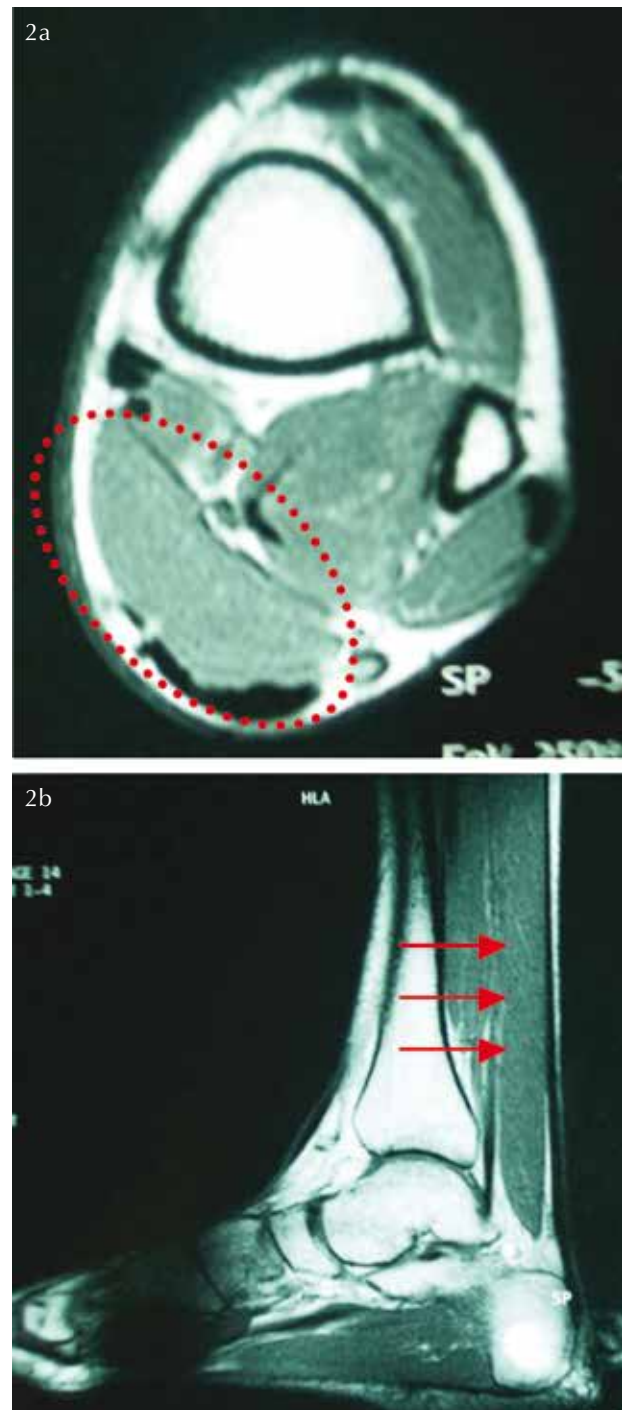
IRM : Masse postéro-médiale de signal musculaire en séquences pondérées T1 et T2 située en avant du muscle soléaire et du tendon calcanéen et en arrière du tibia
